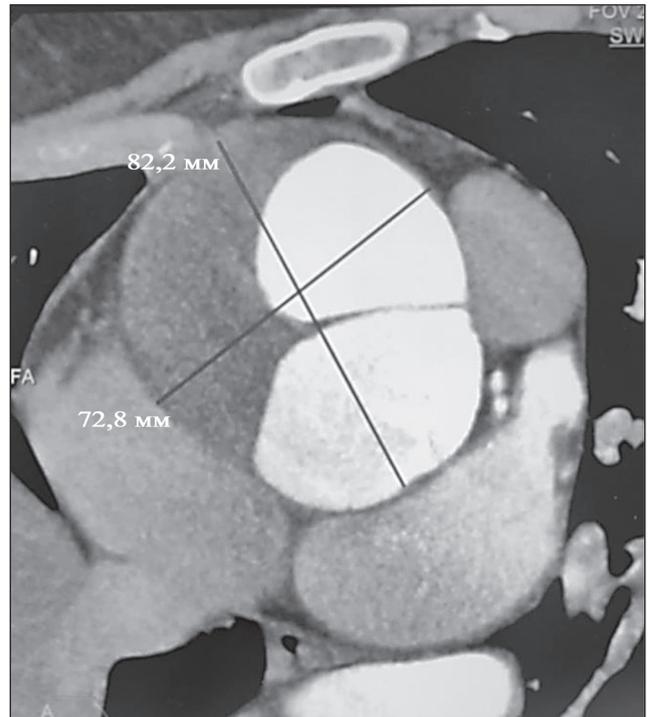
Мультиспиральная компьютерная томография. Аневризма аорты: истинный и ложный просвет на уровне средней части восходящего отдела
